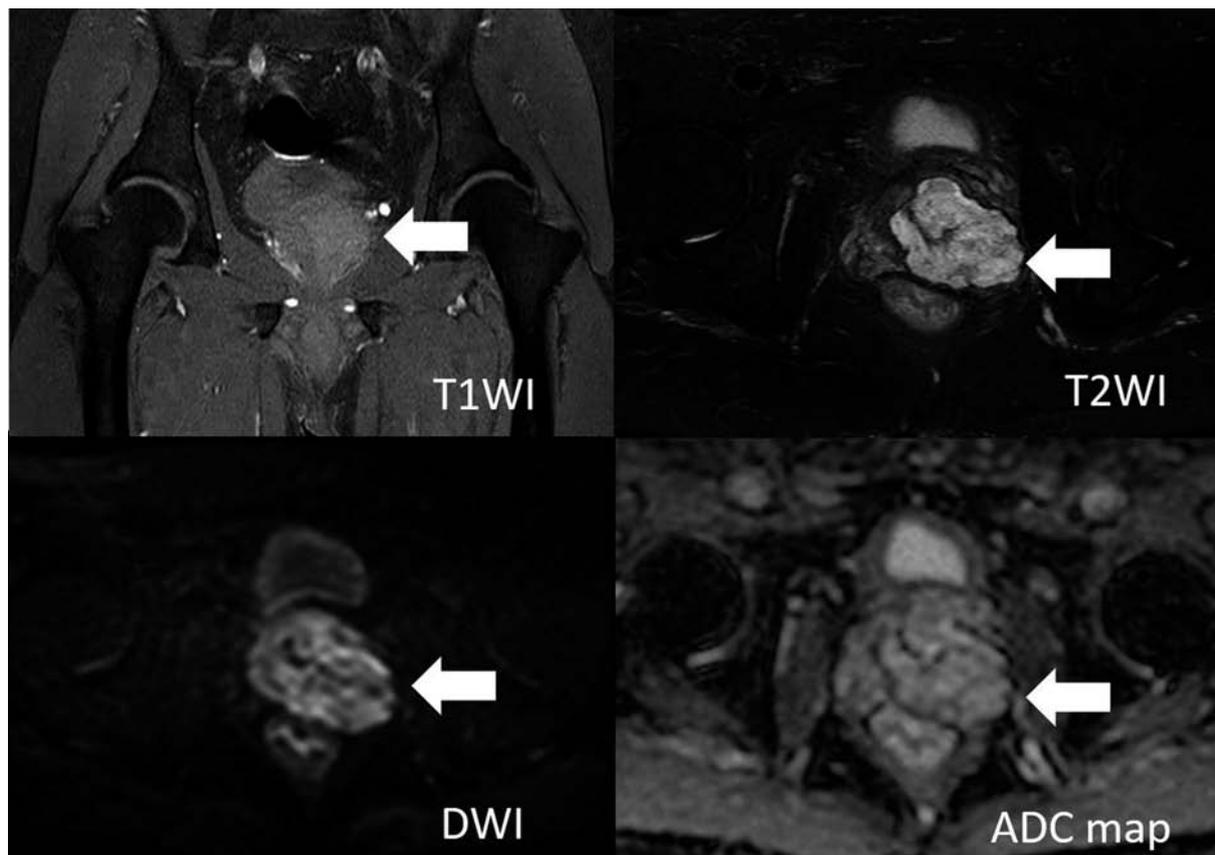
MRI showed prostatic tumor in the left lobe, with a high signal in both T1WI (fat suppression) and T2WI, and no diffusion restriction in DWI (April 8th, X).
